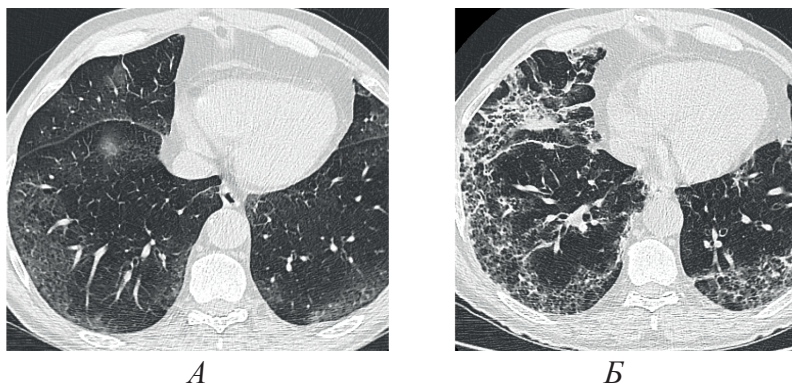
МСКТ ОГК больного С., 65 лет, с COVID-19: а. – через 25 дней после начала заболевания (фиброзирование легочной ткани); б. – через 35 дней (нарастание фиброзования).
